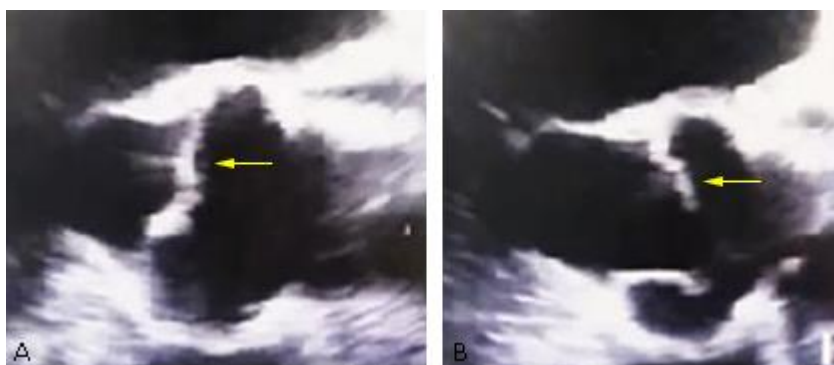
Ecocardiograma transesofágico de control: luego de treinta días de tratamiento antibiótico, no se observan vegetaciones (flechas amarillas) en válvula aórtica (A, B).
